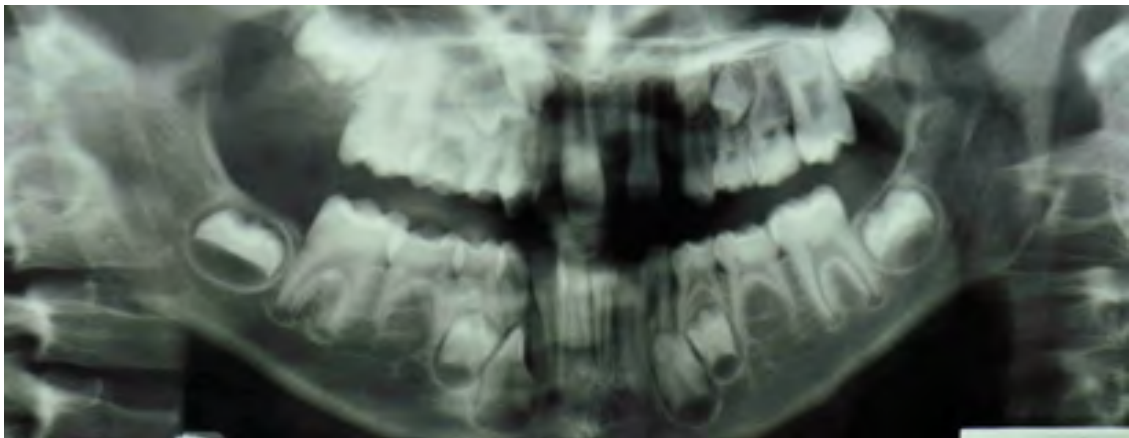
(38) Radiographie panoramique montrant des dents n'ayant pas fait éruption et des dents permanentes absentes chez un enfant de 9 ans présentant un syndrome de Rieger.
